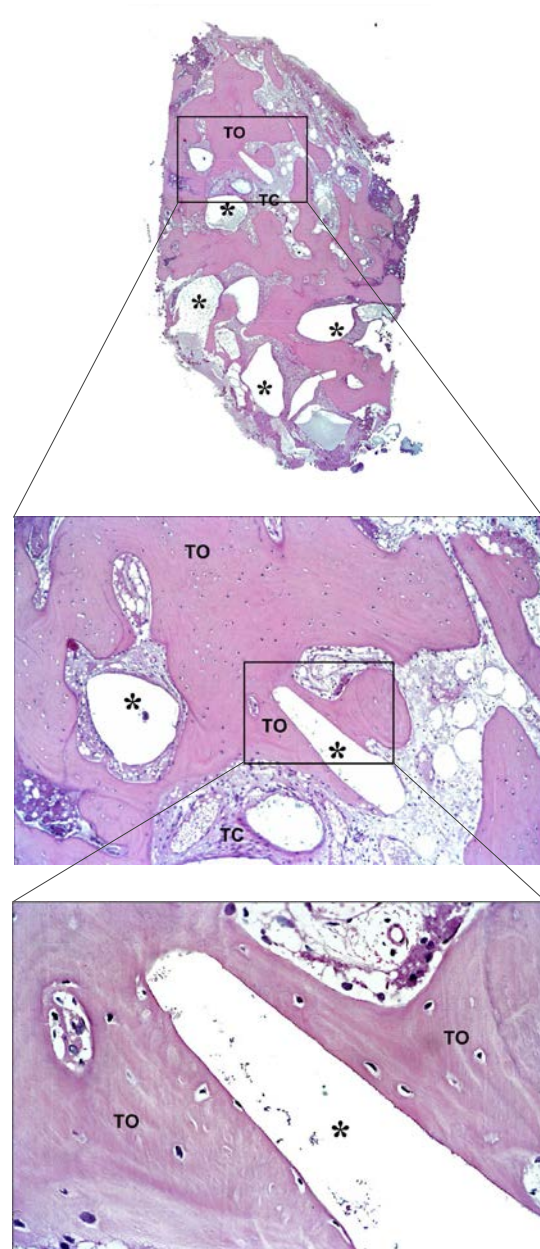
Fotomicrografia de um dos fragmentos da Biópsia retirada aos 8 meses após enxertia. Observa-se em 5A e nos aumentos maiores 5B e 5C partículas de GenPhos HATCP (asteriscos) envoltas por tecido ósseo neoformado (TO) por tecido conjuntivo (TC).
